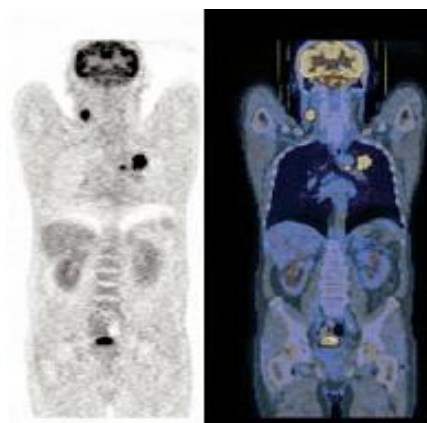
Imagem de PET (à esquerda) e PET-CT (à direita) [17].
